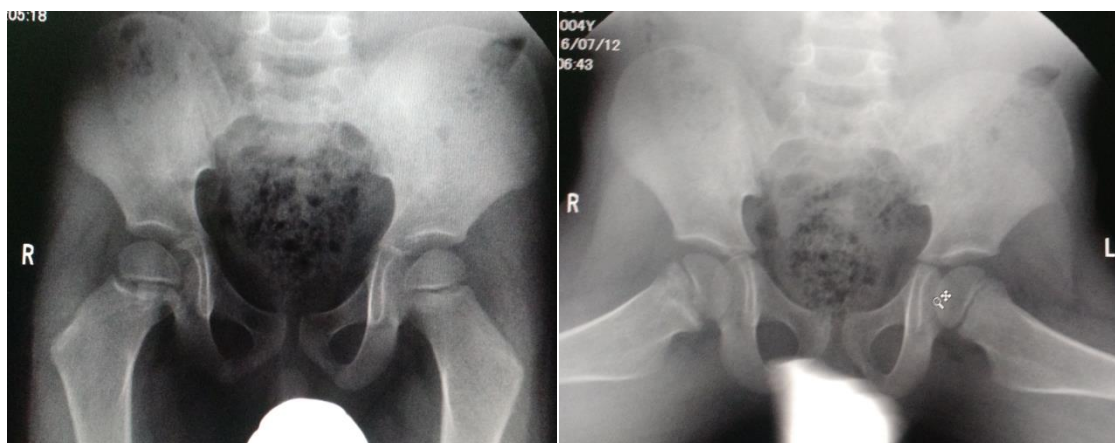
Рентгенограмма после операции через 6 месяцев в прямой проекции (слева) и по Лауэнштейну (справа).
